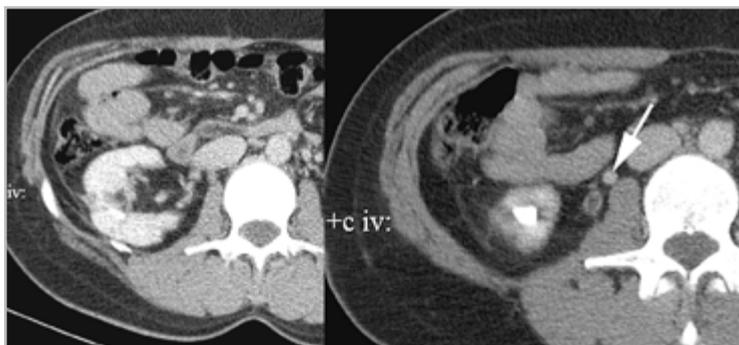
Фрагменты компьютерных томограмм правой почки в аксиальной проекции (паренхиматозная фаза болюсного контрастирования, выполненного через 2 мес после операции): структура правой почки и околопочечной клетчатки нормализовалась, абсцессы не визуализируются, камень в просвете правого мочеточника отсутствует (*стрелка*)
